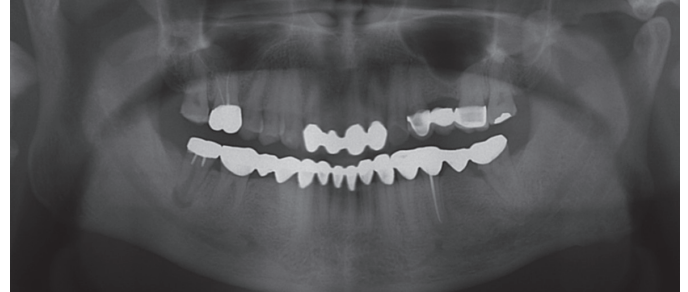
Panoramic radiograph before the treatment.
